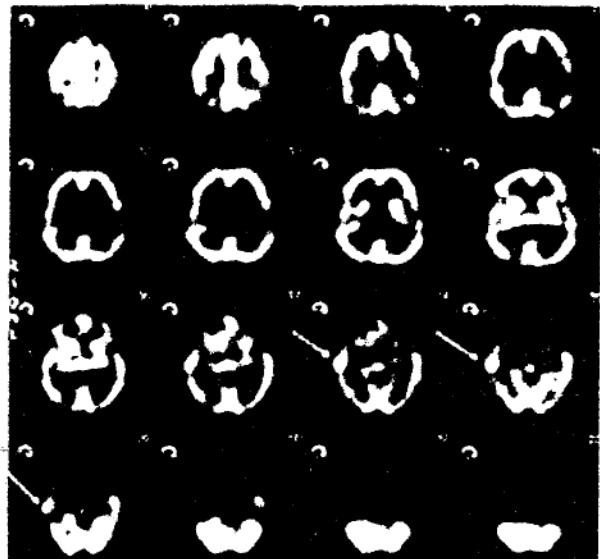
SPECT cerebral cu reconstrucție 3D - defect de perfuzie parietal dreapta
